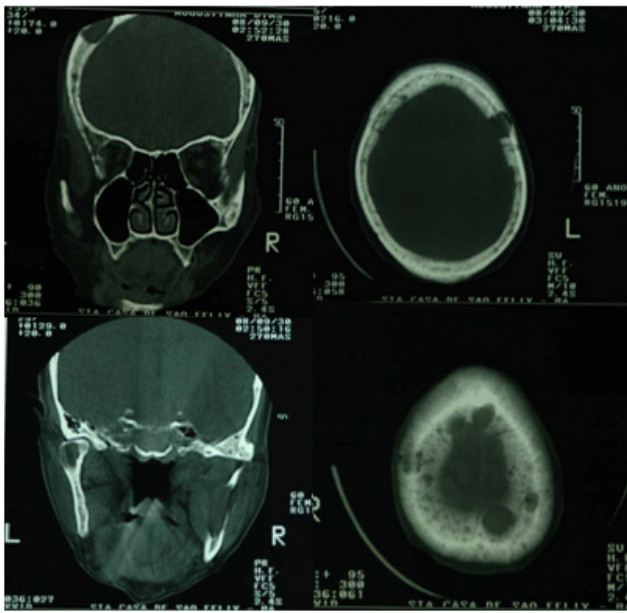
Tomografia computadorizada de face e crânio na qual se observaram inúmeras lesões osteolíticas
